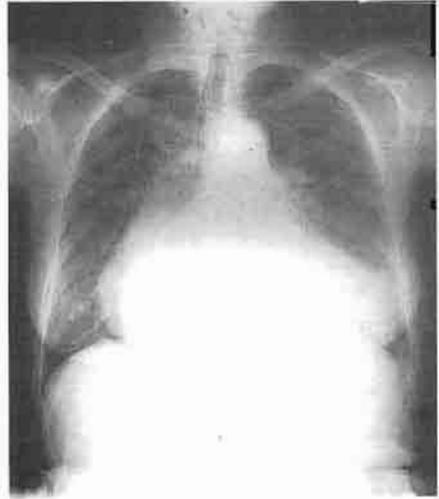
Radiografía de una mujer de 50 años con triple prótesis, operada por doble lesión mitral, aórtica y tricuspídea. Cardiomegalia muy importante que afecta a todas las cavidades. Signos de hipertensión venocapilar y arterial pulmonar: dilatación de las venas lobares superiores y de la arteria pulmonar.
